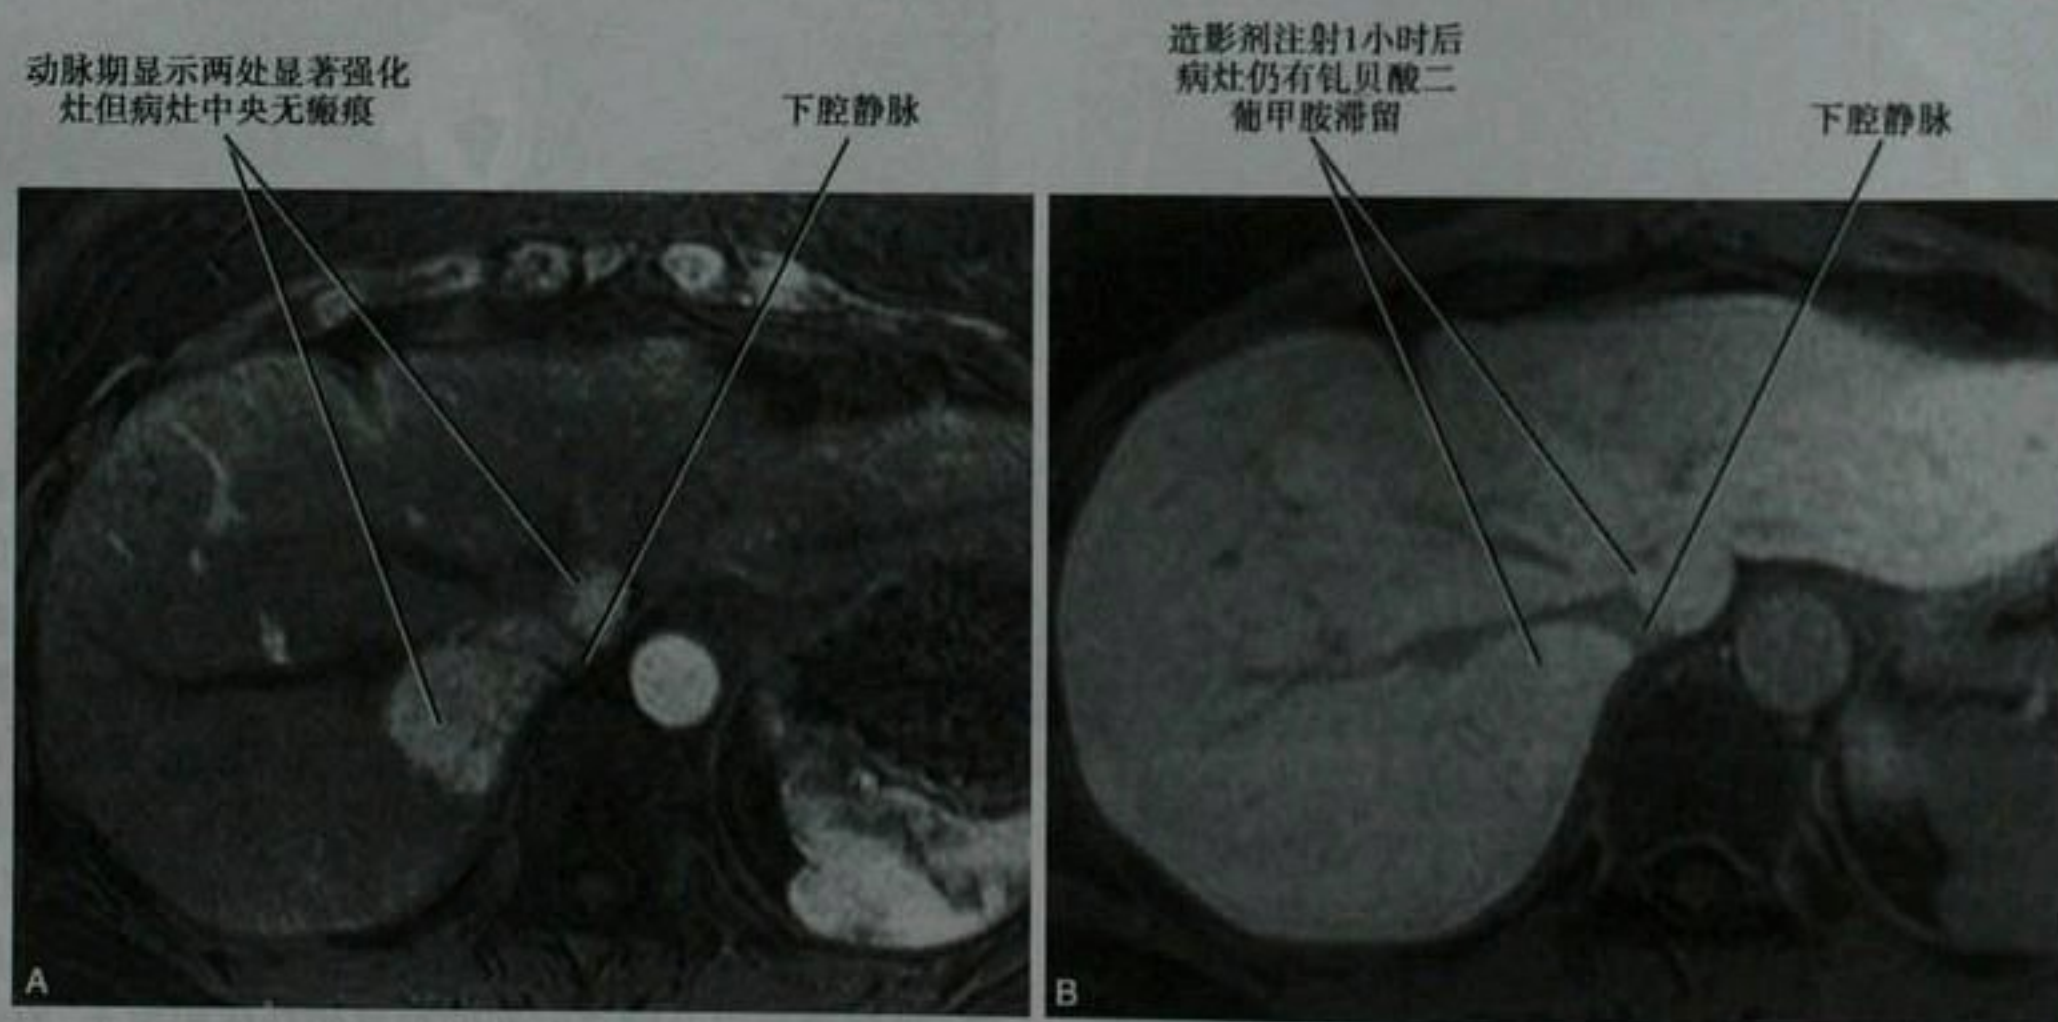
年轻女性眼黑色素瘤患者 CT 扫描发现肝脏富血管病灶,注射钆贝酸二葡甲胺后动脉期(A)和肝胆期(B) MRI 图像。在钆贝酸二葡甲胺滞留和随访的基础上,病灶被诊断为局灶性结节增生可能。该病灶在两年多的随访中保持不变
